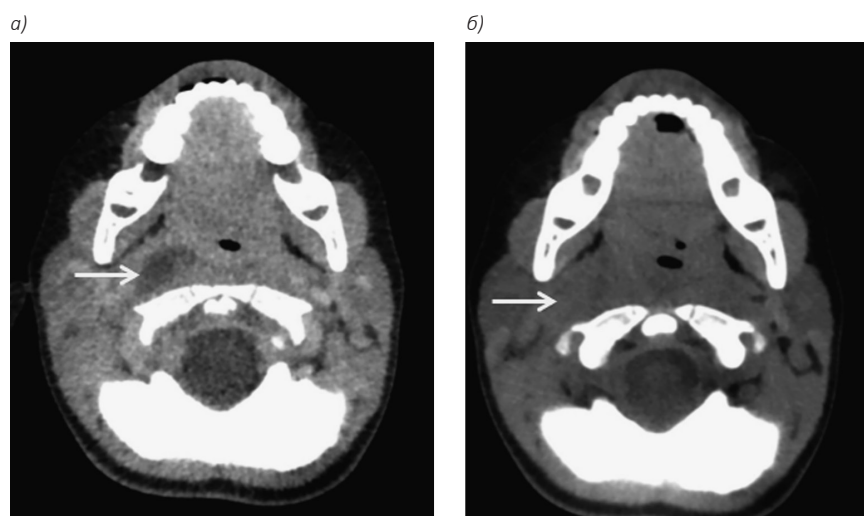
КТ-сканы шеи с контрастным усилением (а) и нативное исследование (б), стрелкой указана зона абсцесса (не видна при нативном исследовании)
